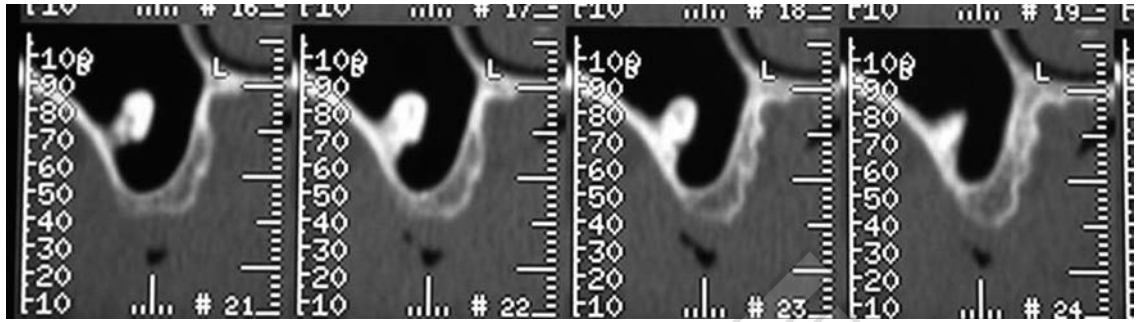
Preoperative TC Scan showing the foreign body.
